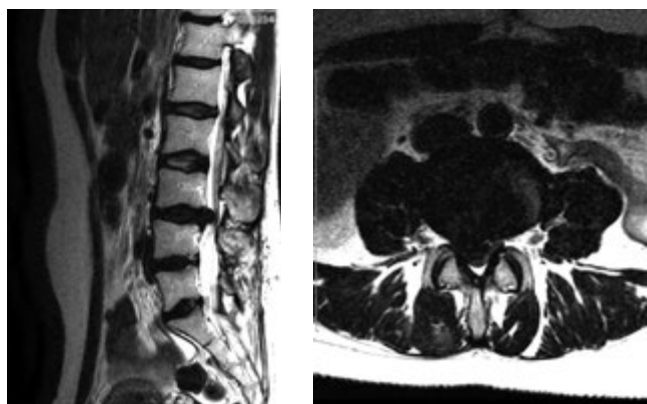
МРТ до операции: грыжа МПД на уровне L3–L4: сагиттальный (А) и аксиальный (В) срезы
